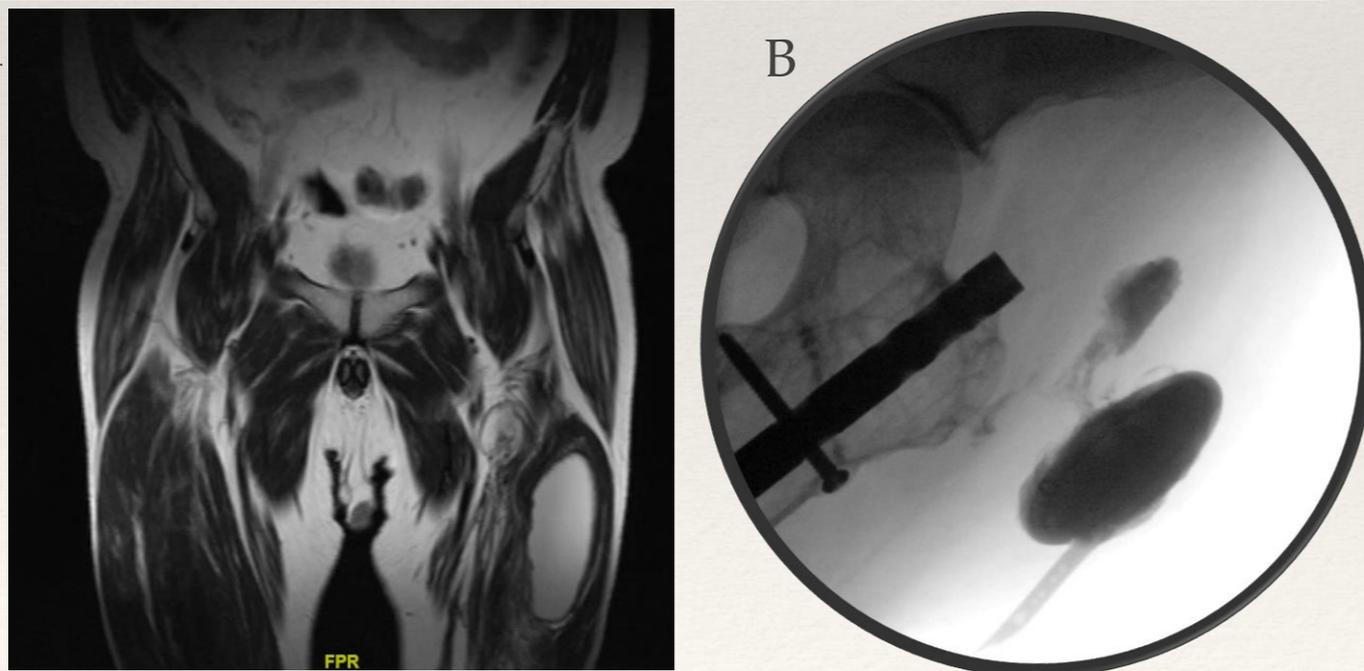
RM secuencia Stir quistes hidatídicos diseminados
